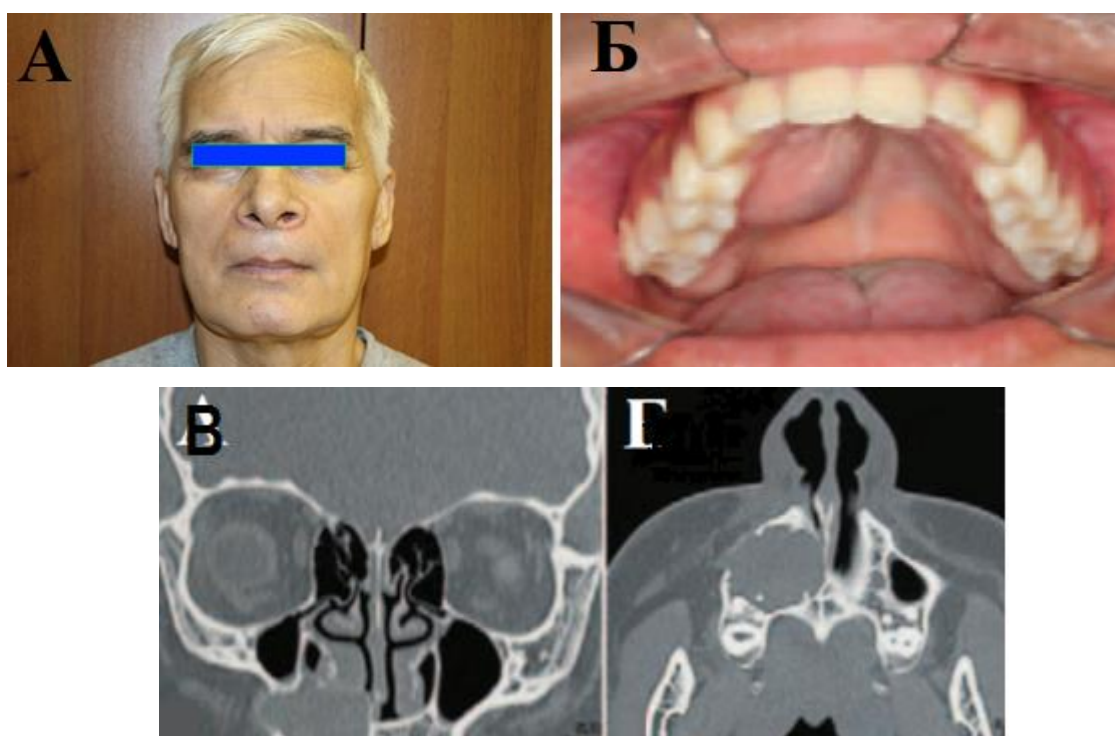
Иллюстрации к клиническому примеру: А – внешний вид пациента К., 59 лет; Б -дефект альвеолярного отростка верхней челюсти и твердого неба; В –КТ, срез фронтальный , Г – КТ срез горизонтальный
